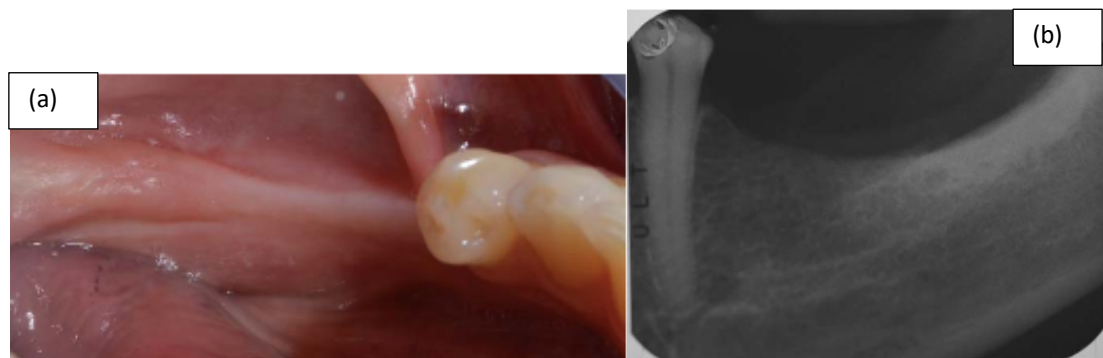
Reborde alveolar mandibular atrofico (A) y radiografía correspondiente(B). (34)
